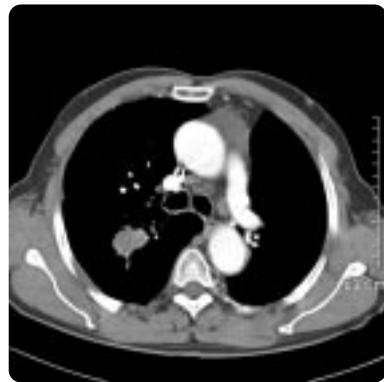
Chest CT scan taken three month later after cryotherapy: tumor mass in superior segment of right lobe shows no definite interval change since the pre-cryotherapy chest CT scan
